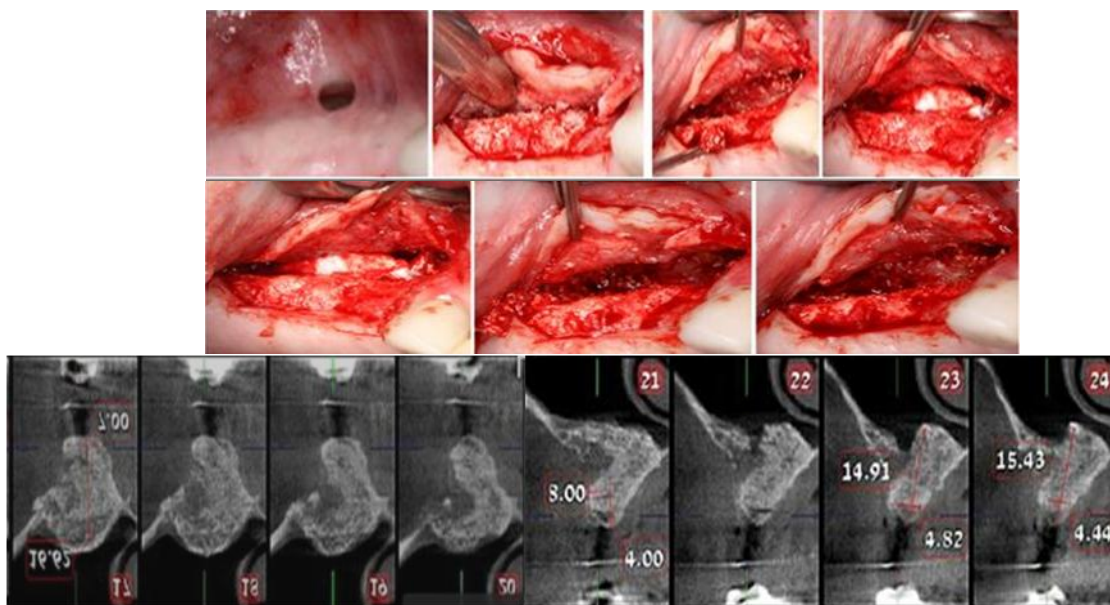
22. Caz clinic – „Fenomen de cupolă”. a. Fistulă – comunicare dintre cavitatea bucală cu spațiul subantral augmentat. b,c,d,e,f,g,h – imagini intraoperatorii. i – secțiuni CT ale sectorului augmentat.
